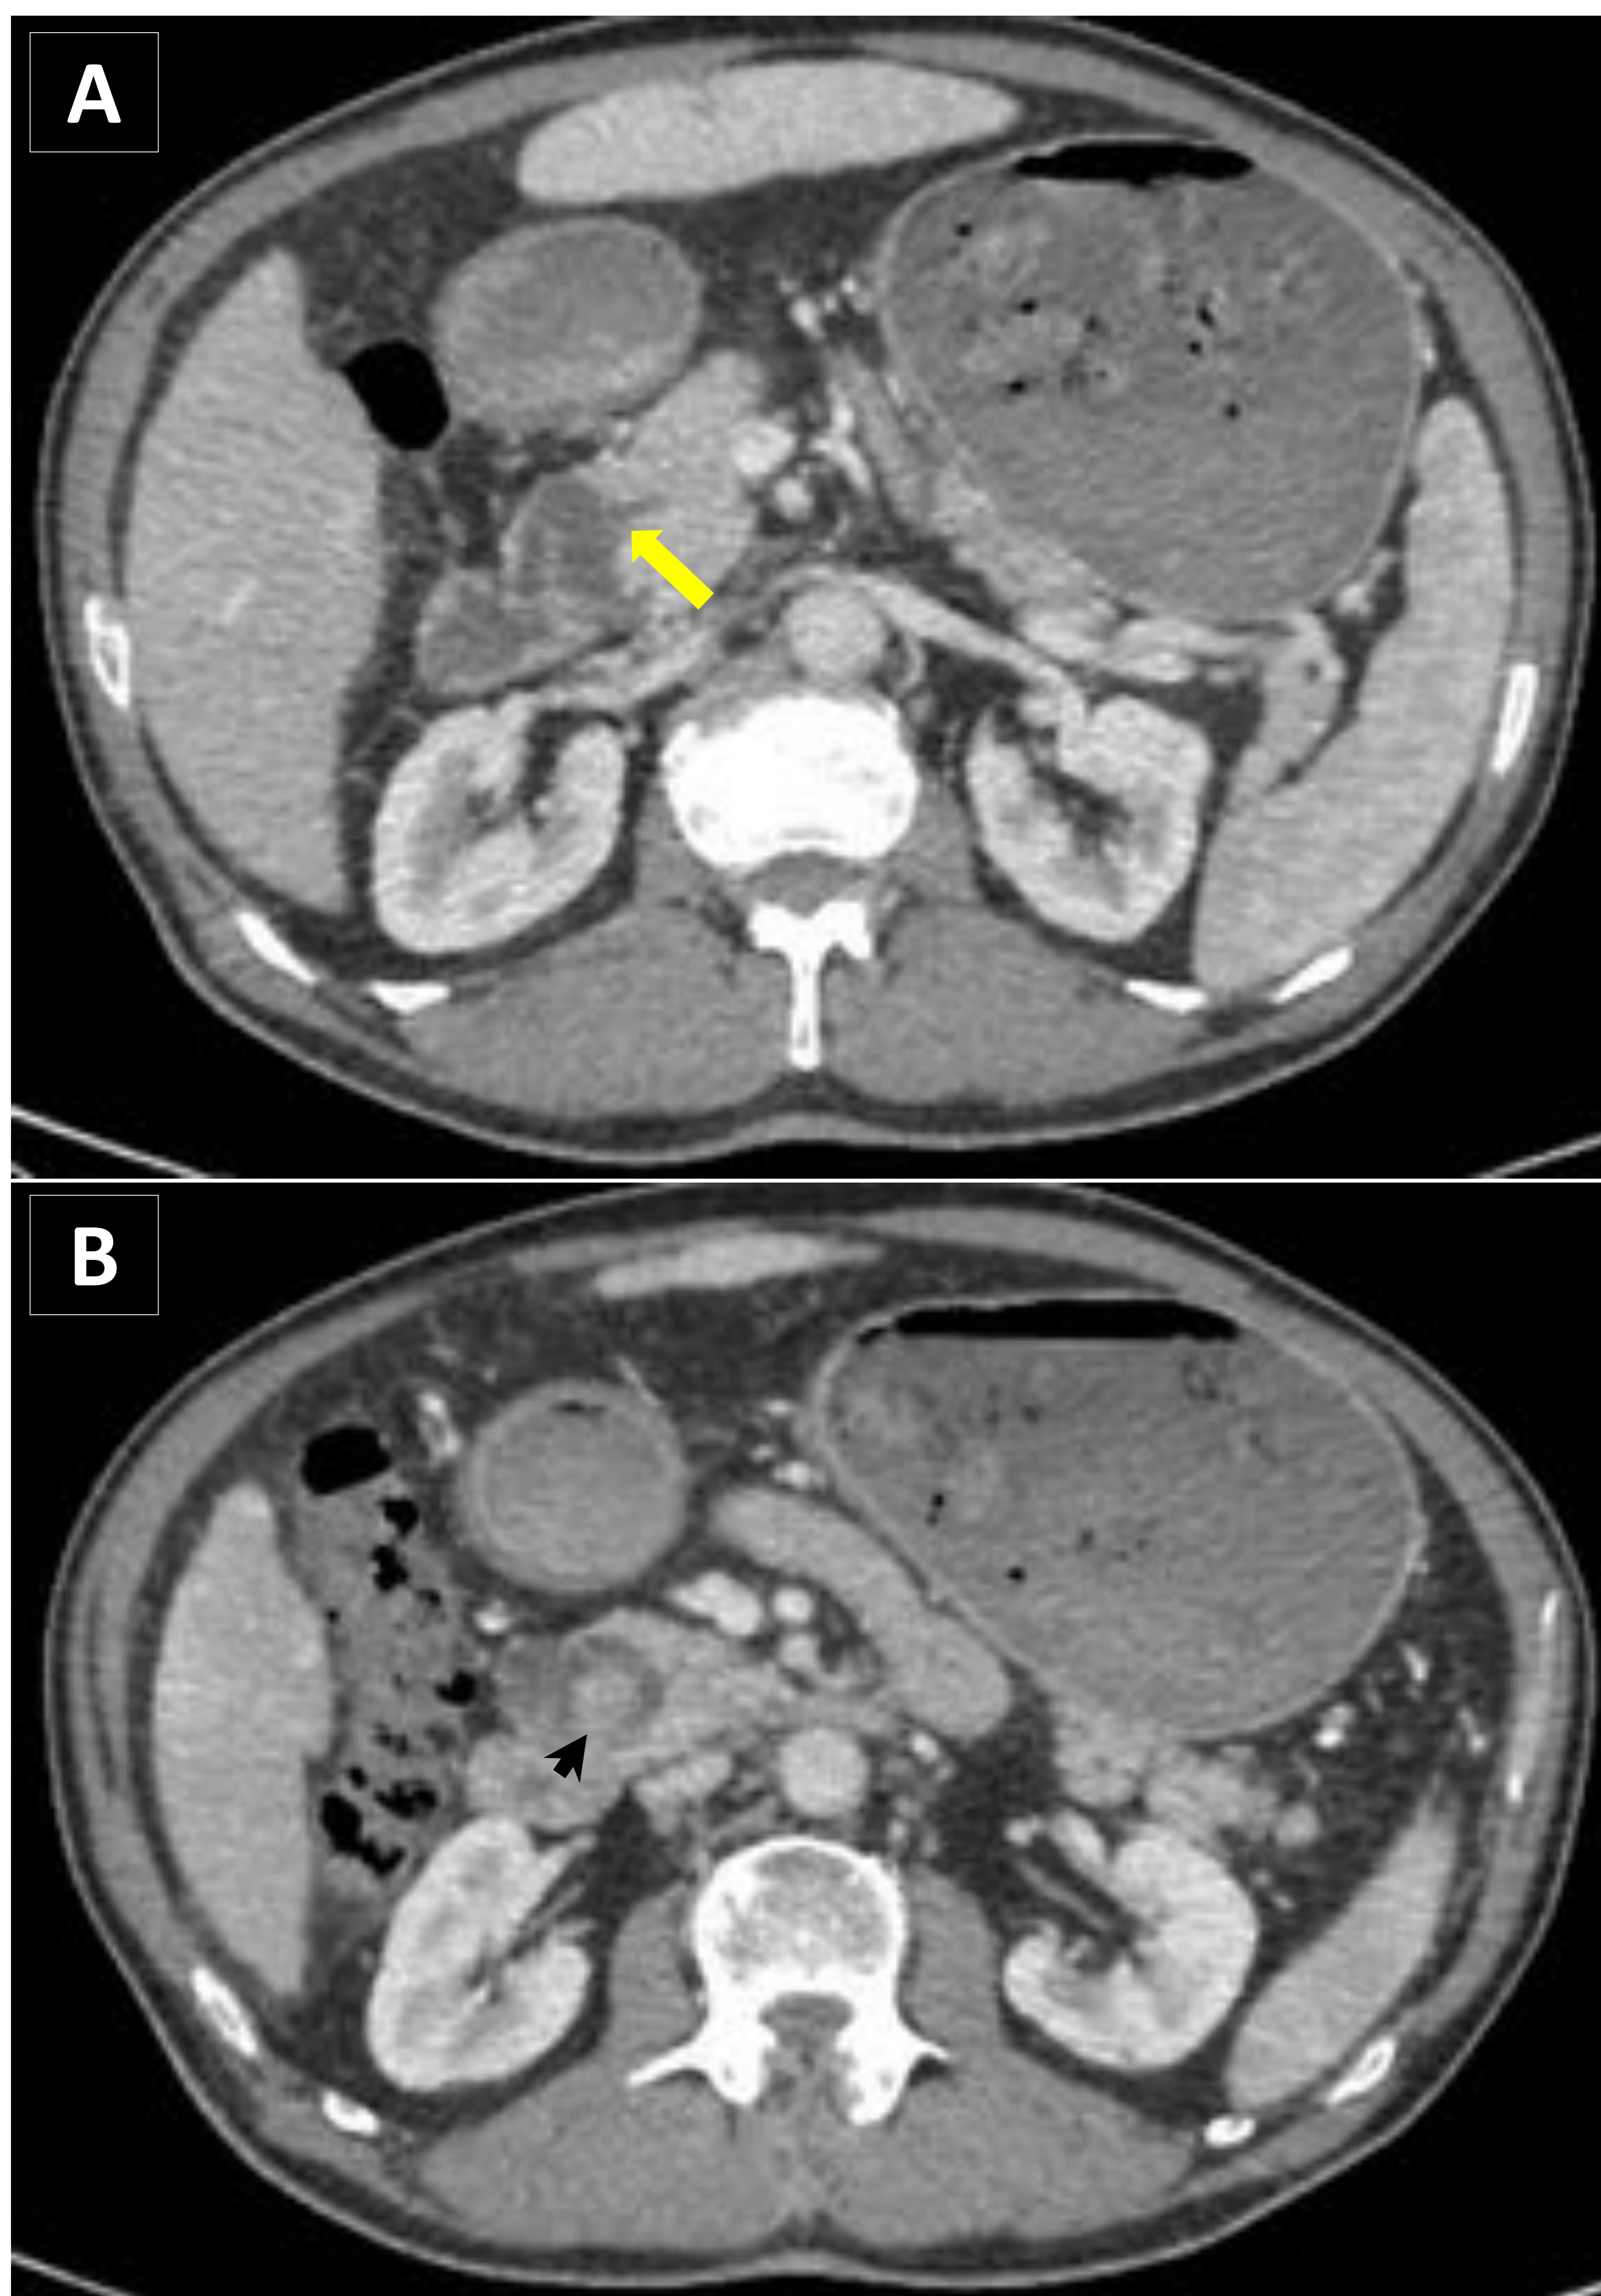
TPMI DE RAMA SECUNDARIA CON ESTIGMA DE ALTO RIESGO (NÓDULO MURAL). Paciente varón de 67 años de edad con antecedente de diabetes mellitus, hipertensión arterial y hepatopatía crónica por VHC, quien en controles por esta última enfermedad se identifica este hallazgo incidental. Se visualiza en el TC con contraste en fase venosa (A), una lesión septada polilobulada de aspecto quístico en la cabeza del páncreas que se comunica con el conducto pancreático principal (Flecha amarilla). Además, (B) se aprecia un componente de morfología nodular y de aspecto sólido de 20 mm en su interior con realce de contraste (Punta de flecha negra), que traduce degeneración como “Estigma de alto riesgo”
